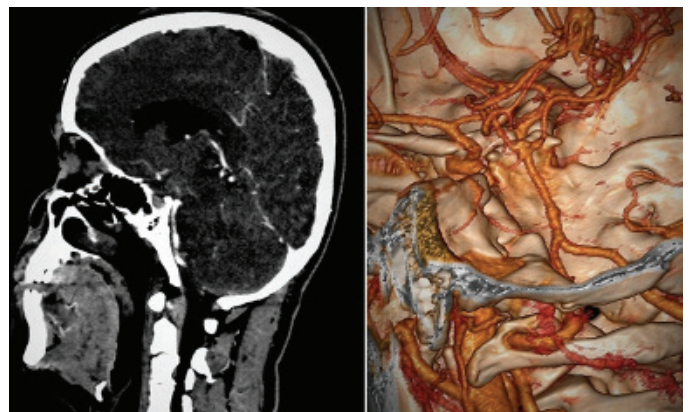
CT angiography image showing the location of the aneurysm in relation to the sella
